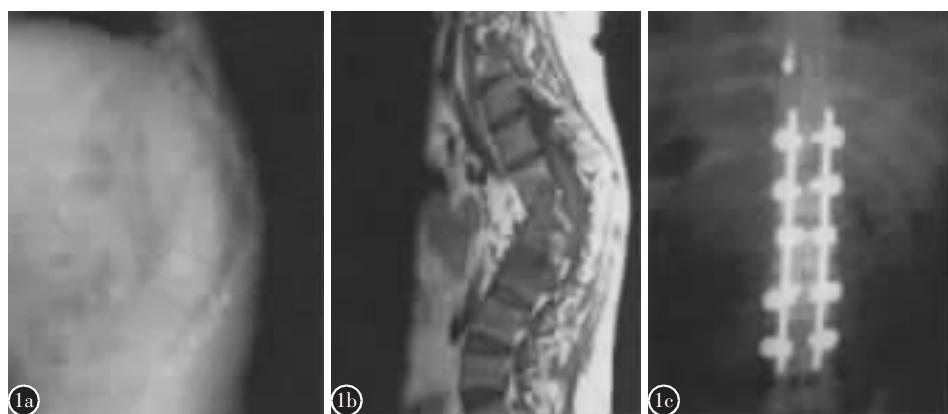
a 术前 X 线片示 L1、L2 椎体破坏, 椎间隙变窄, 后凸成角畸形, Cobb 角为 56° b 术前 MRI 示 L1、L2 椎体破坏, 后凸成角畸形, 脊髓受压变形, 周围干酪样坏死物及脓肿 c 术后 1 周 X 线片示固定位置良好, 椎间隙高度基本恢复, 后凸畸形明显改善, Cobb 角为 0°
